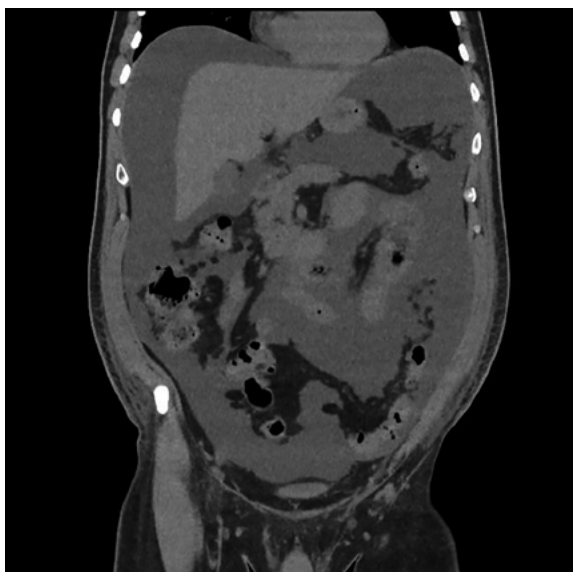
CT rekonstrukce v koronární rovině zobrazuje ascites ve všech břišních kompartmentech
